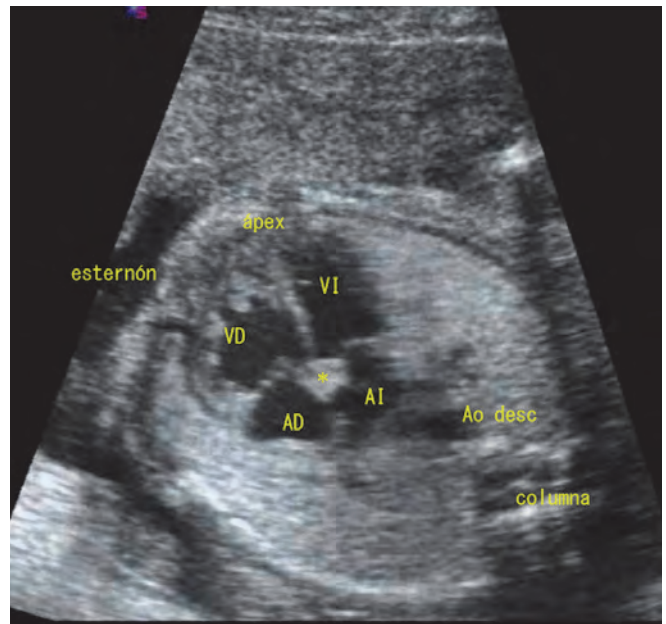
Bloqueo auriculoventricular (BAV) de causa inmunológica: Ecocardiograma fetal, proyección cuatro cámaras. Diagnóstico fortuito de BAV completo en feto de 20 semanas. Madre asintomática en la que tras el diagnóstico fetal se comprobó que era portadora de anticuerpos anti-Ro/SSA y anti-La/SSB. Se visualiza una marcada hiperecogenicidad y aumento de tamaño en la base del tabique interauricular que corresponde al nodo AV lesionado (\*).
